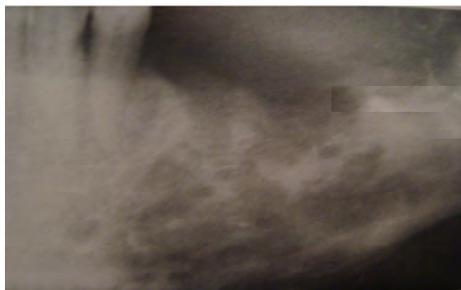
Osteomielitis aguda. Radiografía posterior de la mandíbula (33)
